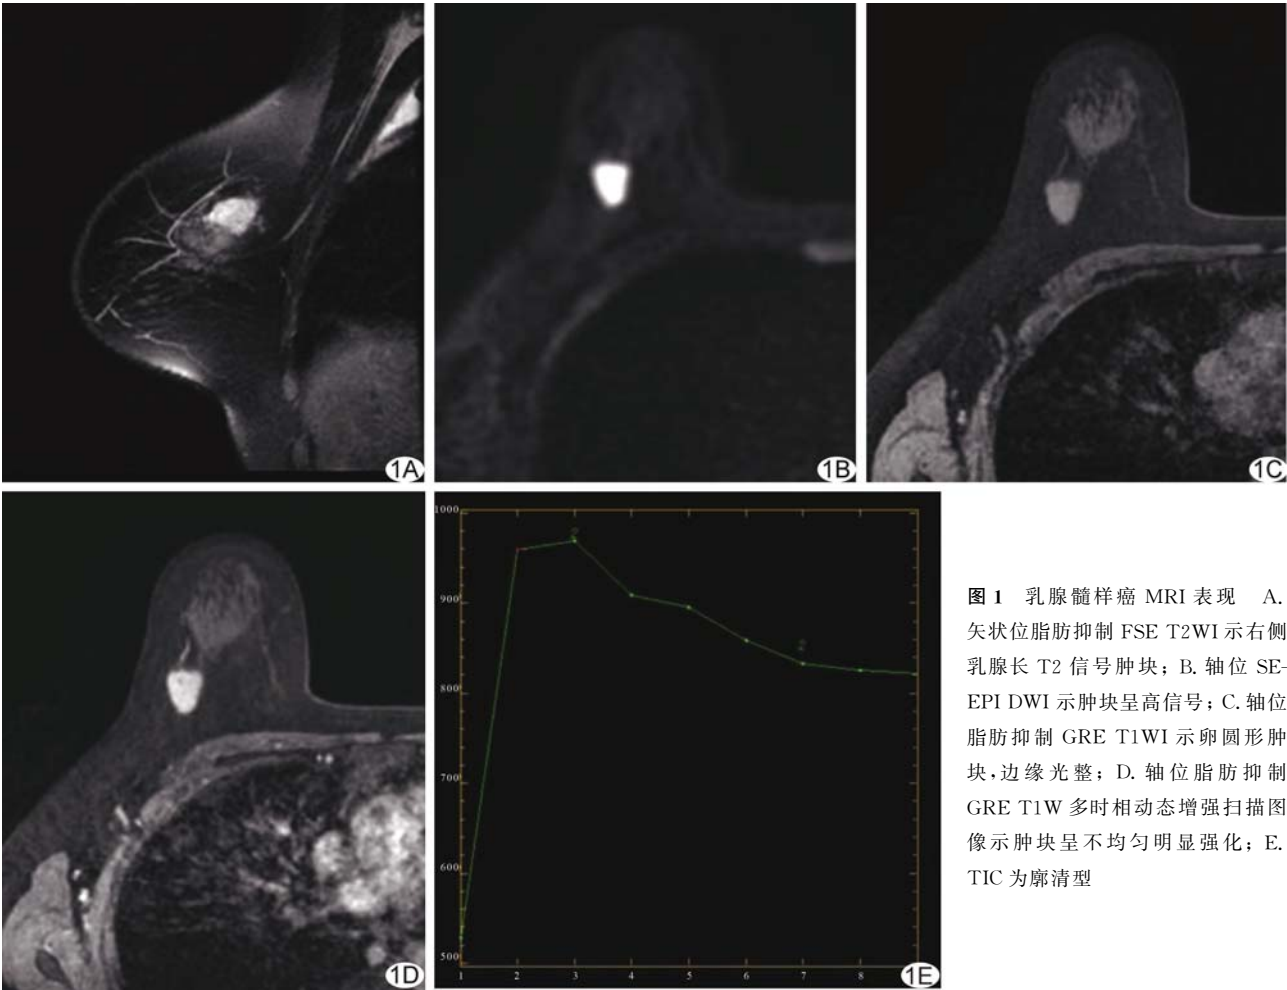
乳腺髓样癌 MRI 表现 A. 矢状位脂肪抑制 FSE T2WI 示右侧乳腺长 T2 信号肿块; B. 轴位 SE-EPI DWI 示肿块呈高信号; C. 轴位脂肪抑制 GRE T1WI 示卵圆形肿块, 边缘光整; D. 轴位脂肪抑制 GRE T1W 多时相动态增强扫描图像示肿块呈不均匀明显强化; E. TIC 为廓清型
